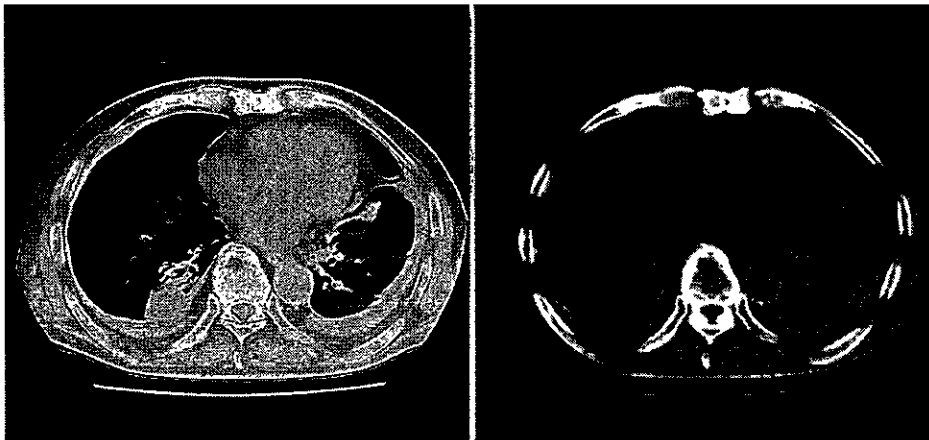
労災認定時の胸部CT：両側に少量の胸水が残存し、壁側胸膜だけでなく臓側胸膜も肥厚している。また、肺野条件のCTでは、右肺の円形無気肺や左肺のcrow's feet signを認める。
